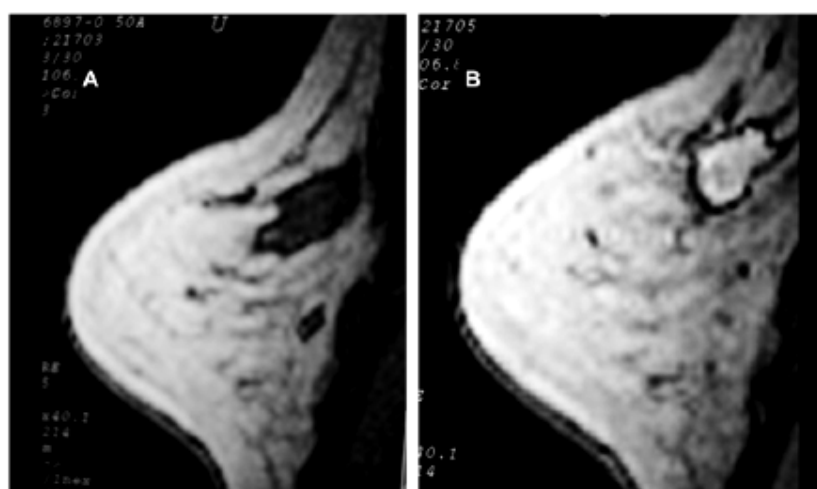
Magnetic resonance imaging of the breast showing tumor before (A) and after contrast administration (B) in the 3D gradient-echo sequence.
